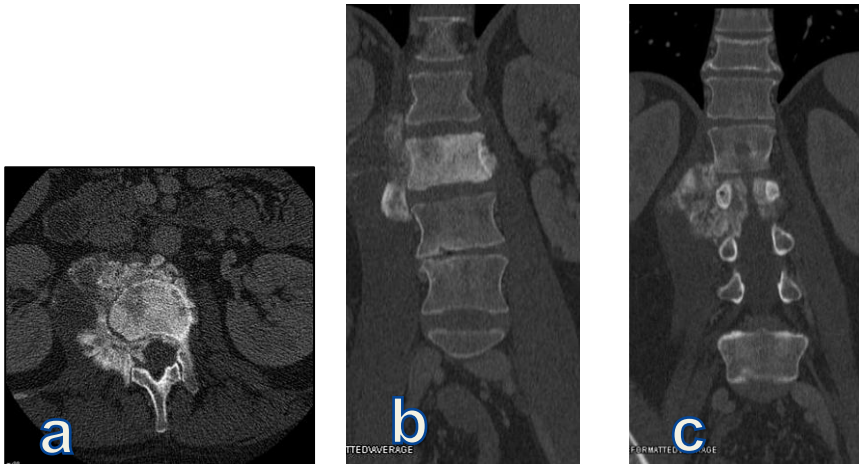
a: Imagen de corte axial de TC donde se observa la calcificación extracompartimental; b y c: Imágenes de corte coronal con afectación a nivel de canal vertebral
